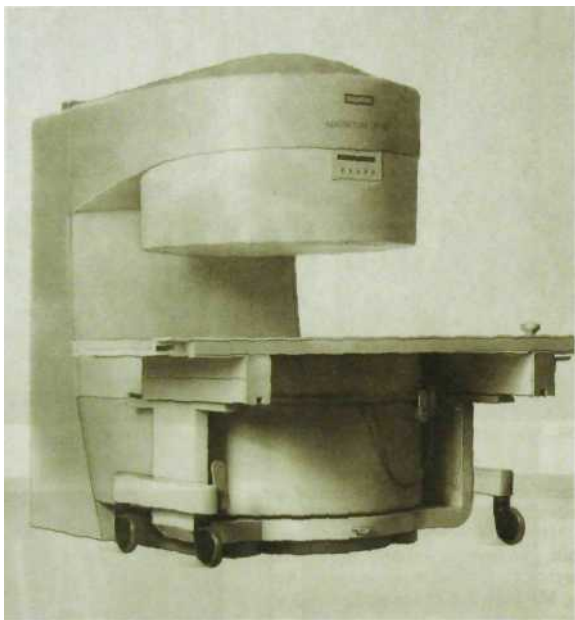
И.52. Открытый магнитно-резонансный томограф.
